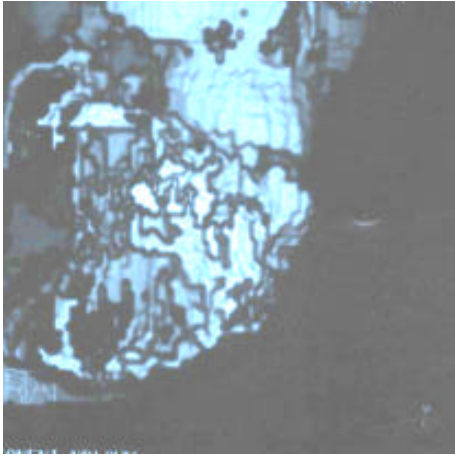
Caso # 7. Tomografía axial
